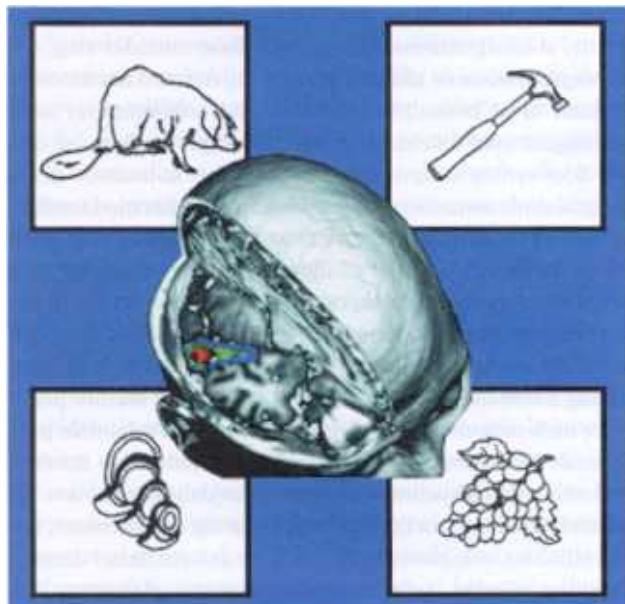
Billedet viser et af de områder i hjernen, hvor aktiviteten stiger, når kravet til perceptuel differentiering stiger. Området antages at huse de repræsentationer, vi har lagret i vores visuelle langtidshukommelse af objekter. PET-undersøgelse hvor PET-billedet er lagt oven på et strukturelt MR-billede.
